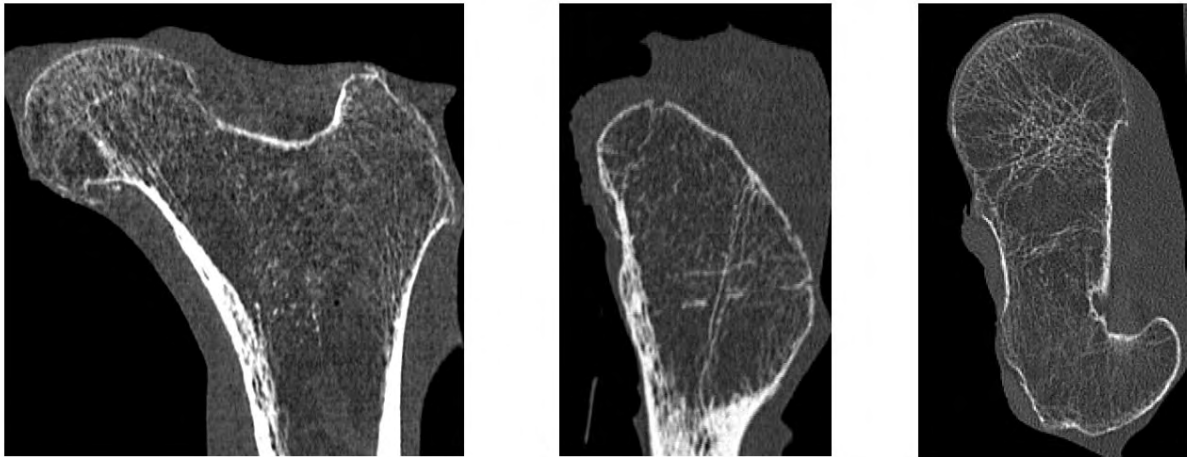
Hochauflösende Computertomographie eines proximalen Femurpräparates, Rekonstruktion in den drei Hauptprojektionsebenen (Boehm et al., 2005)
